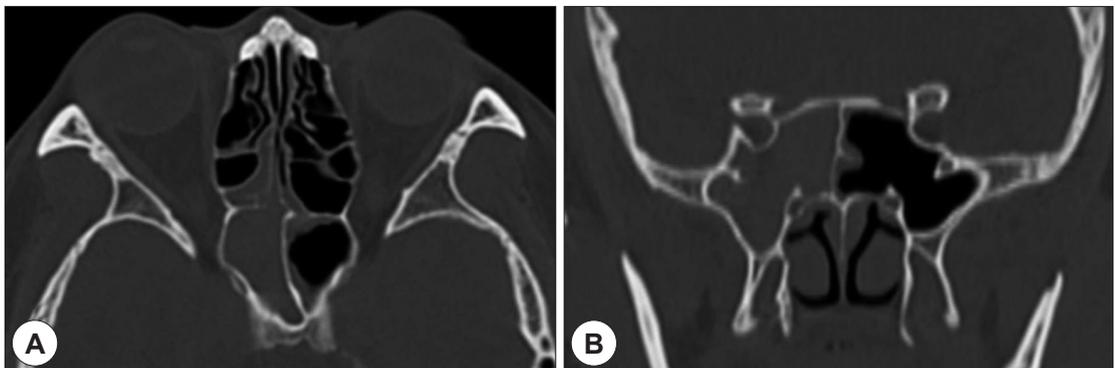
Preoperative non-enhanced axial (A) and coronal (B) CT scans demonstrating opacification of the right sphenoid sinus and mucosal thickening in the posterior ethmoid sinus.
